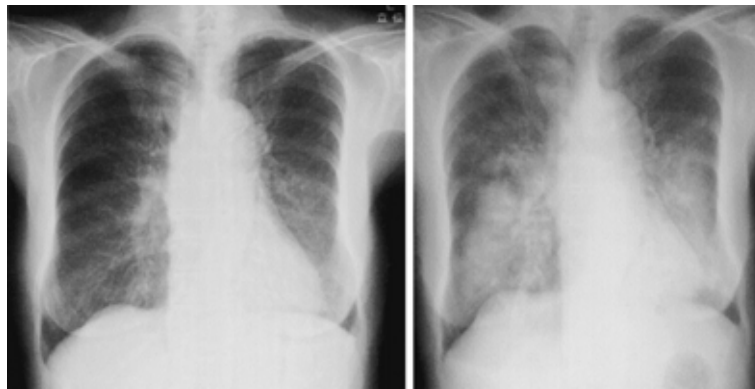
Chest radiograph ( 16 July 2001 ) showing ground-glass opacities in the lower lung fields ( left ) Chest radiograph ( 24 July 2001 ) showing air-space consolidation with increased density ( right )
